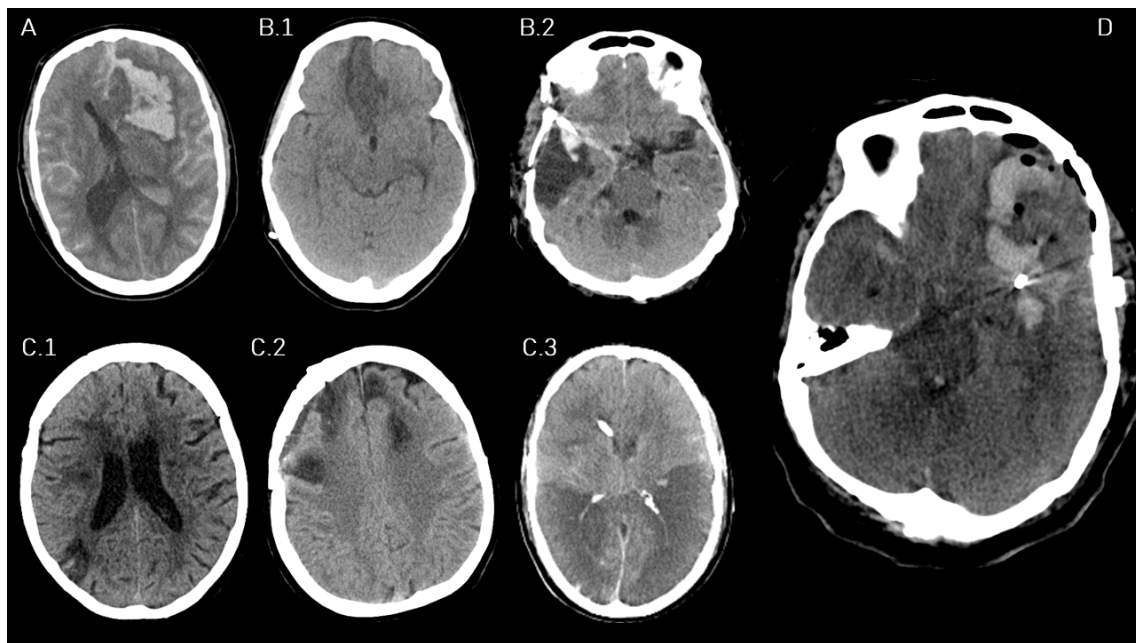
Representación de las diferentes causas de afectación cortical en TC. (A) HSA asociada a HIC por ruptura de aneurisma ACoA. (B) Complicaciones del tratamiento del aneurisma: [B.1] Infarto frontal derecho tras tratamiento endovascular ("coiling") de un aneurisma ACoA; [B.2] Lesión temporal izquierda secundaria a clipaje de aneurisma ACM. (C) Infartos multiterritoriales en contexto de DNIT. (D) Lesiones combinadas por HSA de alto grado, craniectomía, clipaje de aneurisma ACM izquierda y drenaje de HIC.
